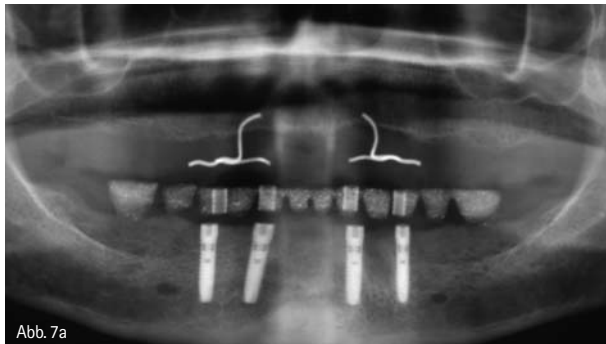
Röntgenkontrolle nach Implantation mit schleimhautgetragener Bohrschablone in situ. – Abb. 7b: Operationssitus. Man beachte den Lingualstand der mittleren Implantate. – Abb. 7c: Zustand nach Freilegung.
